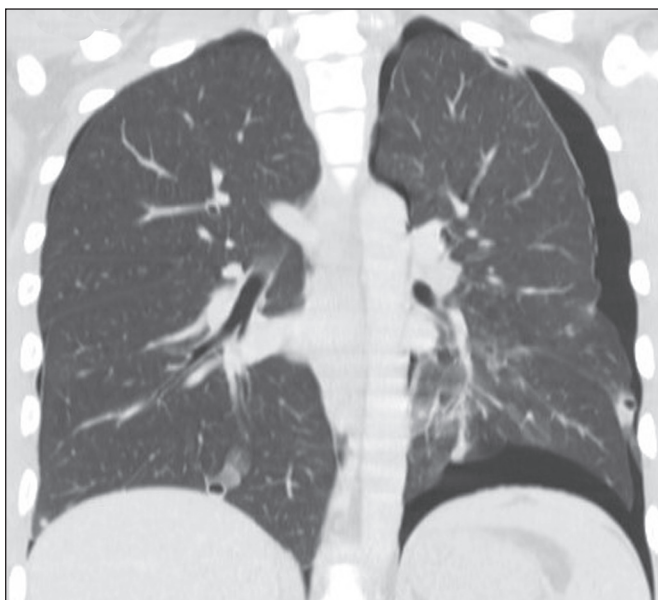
Metástases escavadas com pneumotórax. Menino, 16 anos, com osteossarcoma primário no fêmur. TC com corte coronal com janela para pulmão realizada no momento do diagnóstico revela múltiplas lesões pulmonares escavadas, com pneumotórax bilateral associado.
